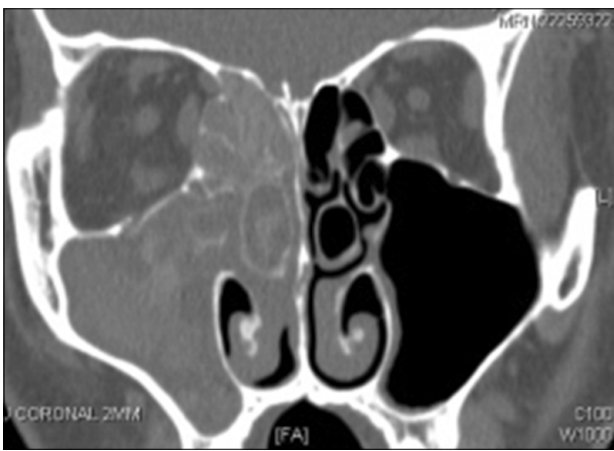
Coronal CT shows right nasal polyp with ipsilateral expansive sinusitis containing high attenuation material, which suggests allergic fungal sinusitis with associated polypoid mucocoele.
